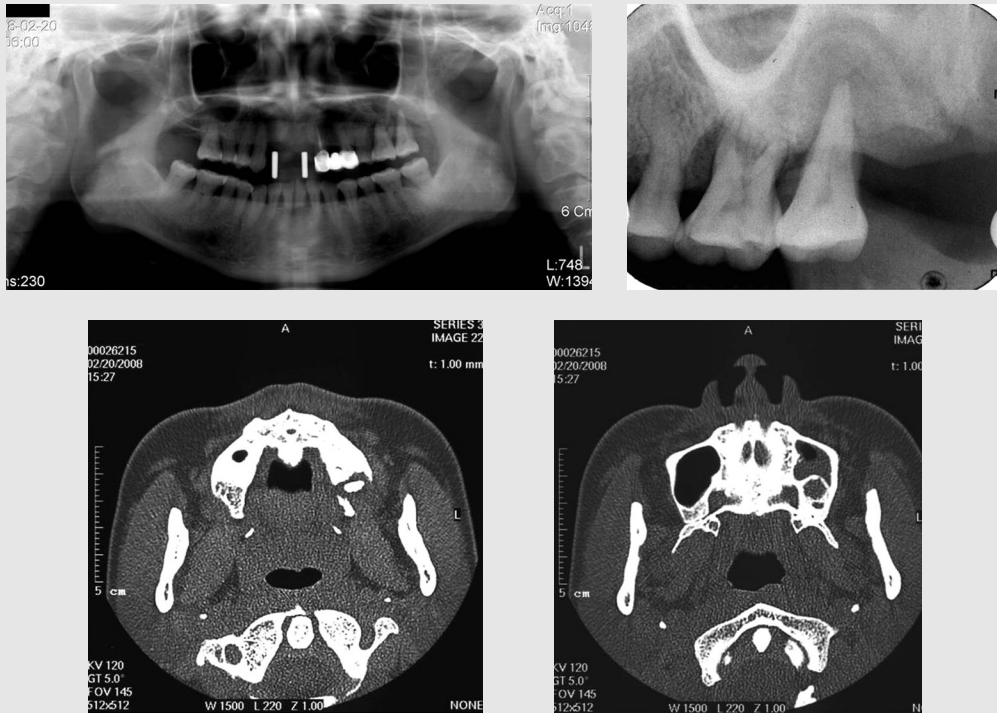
상악 좌측 제2대구치에서 치근단 결손 소견을 보이며 전산화 단층사진에서는 점막 비후 및 골막하 신생골 형성에 의해 두꺼워진 골조직을 관찰할 수 있다.
